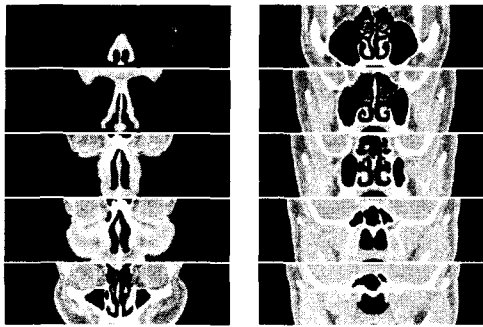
Coronal CT scan of a male nasal passage (up), 3 dim. Reconstruction image(down left) and Negative model by RP machine(down right)
